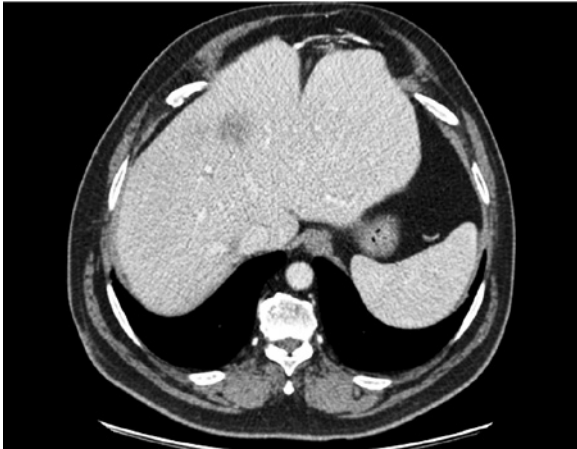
Abdominal CT-Scan 2 months after treatment. CT-scan showed marked improvement in the abscesses.
